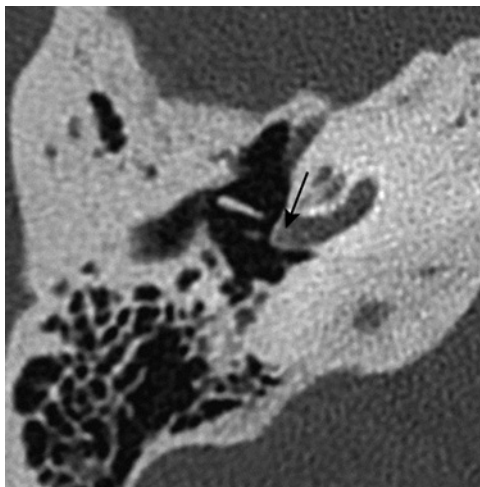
Foyer otospongieux de la fenêtre ronde. Coupe TDM axiale : hypodensité localisée au niveau de la fenêtre ronde (flèche).
